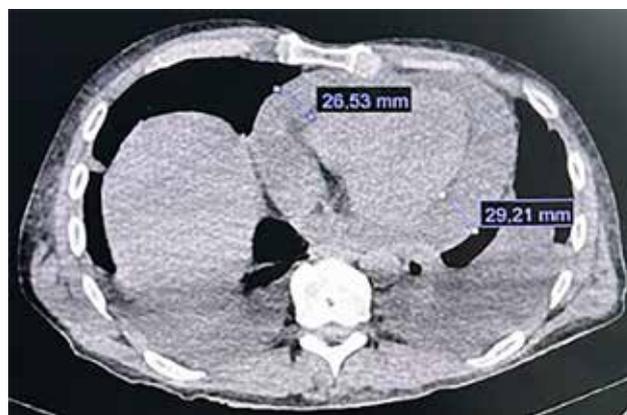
Tomografía computarizada de tórax: obsérvese la importante cantidad de líquido en el espacio pericárdico y la moderada cantidad de líquido libre en el espacio pleural.
